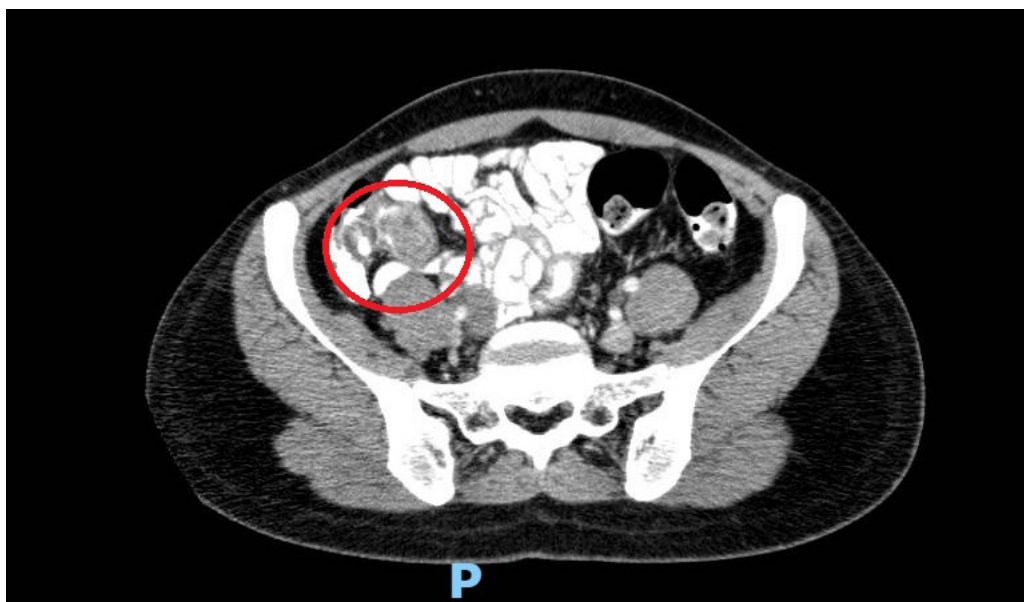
Tomografía computarizada de abdomen, corte axial donde se observa el signo de la doble diana, inflamación de la grasa pericecal, y sin paso del medio de contraste al ciego, en el sitio de la invaginación. Fuente: Elaboración propia de los autores.
